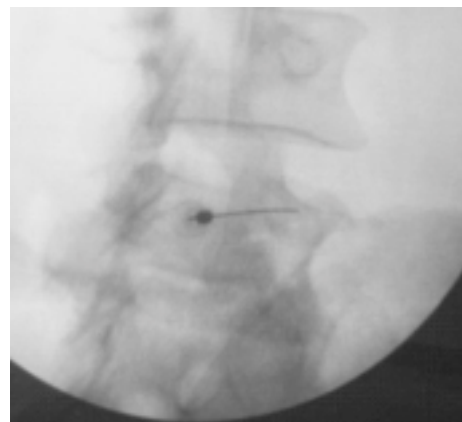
Radiografía de la columna lumbar en una proyección oblicua que muestra aguja en sitio de contacto con el ramo dorsal de la raíz espinal.
